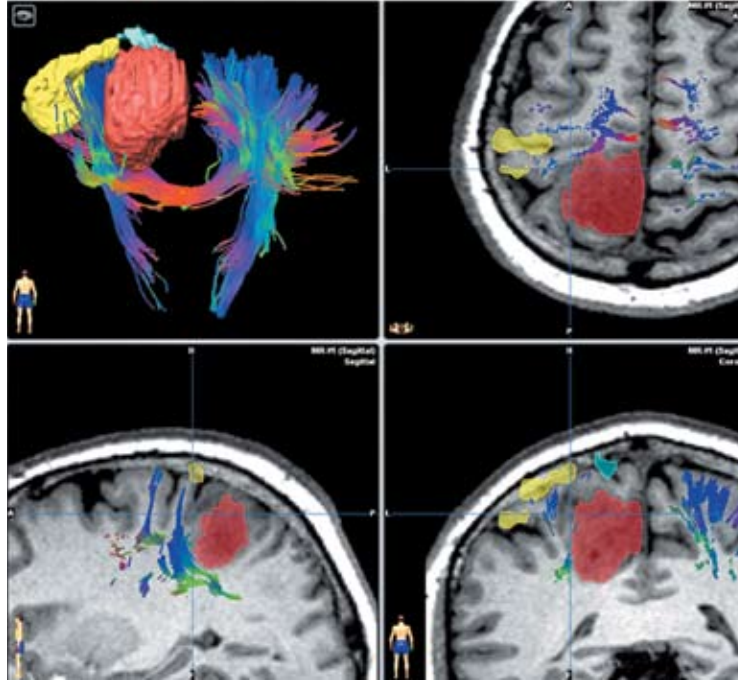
Traktography: Integration of diffusion tensor tractography (blue), MRI based imaging of the primary motor cortex (yellow) and the tumor (red) into the neuronavigation system.
